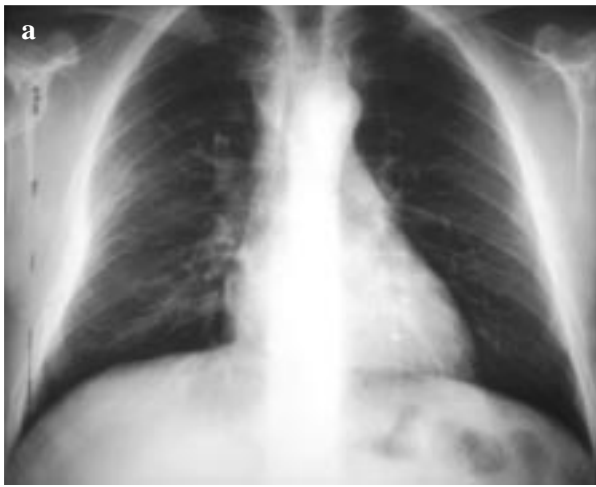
a y b: Radiografías de tórax iniciales, posteroanterior y lateral izquierda.
